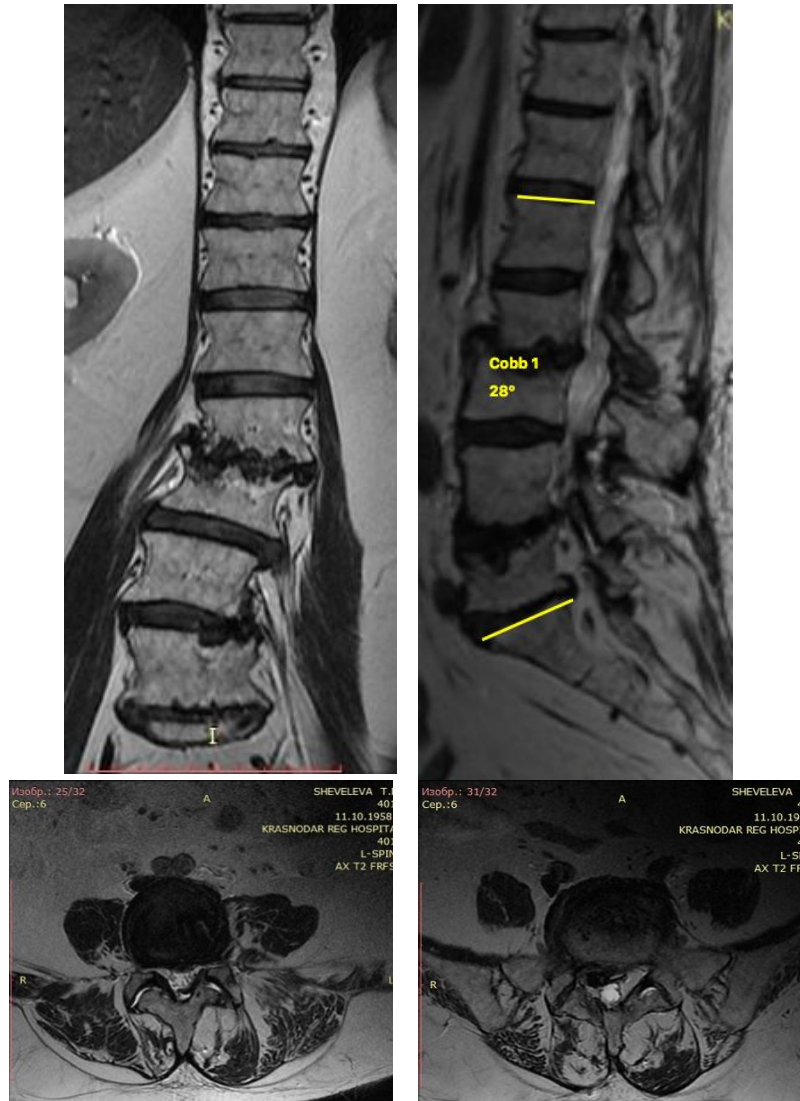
МРТ поясничного отдела позвоночника, T2 режим, сагиттальные и аксиальные сканы пациентки Ш., 56 лет. Комбинированный стеноз позвоночного канала на уровне L<sub>2</sub>-S<sub>1</sub>
